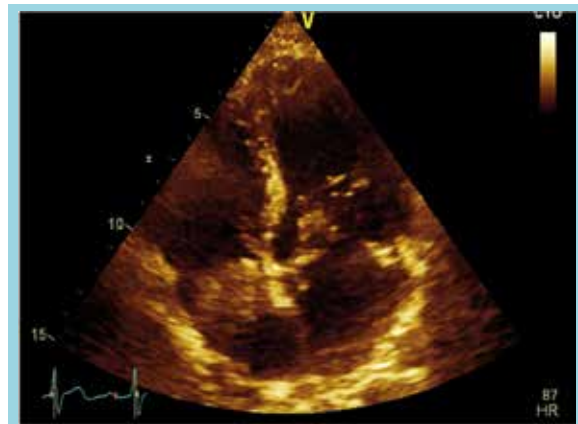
Ecocardiograma transtorácico (ETT) de control tras tres ciclos de quimioterapia que muestra disminución en el tamaño del tumor intracavitario (3,0 x 4,2 cm).
